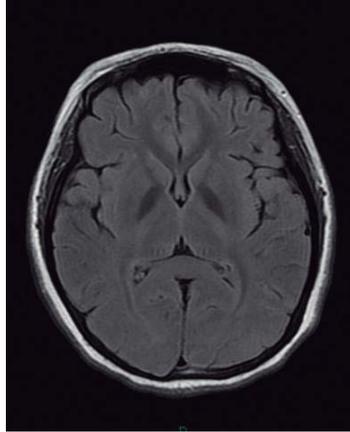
Corte axial en secuencia T2 FLAIR a nivel de ganglios basales de aspecto normal en un paciente con encefalitis viral en el que la etiología no pudo ser identificada.
